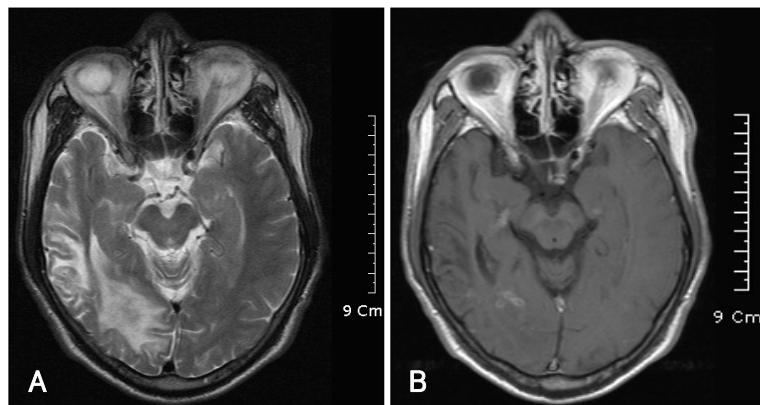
Preoperative MRI shows the ill defined high signal intensity lesion on T2 weighted image (A) and multiple small enhanced masses on enhanced T1 weighted image (B).
